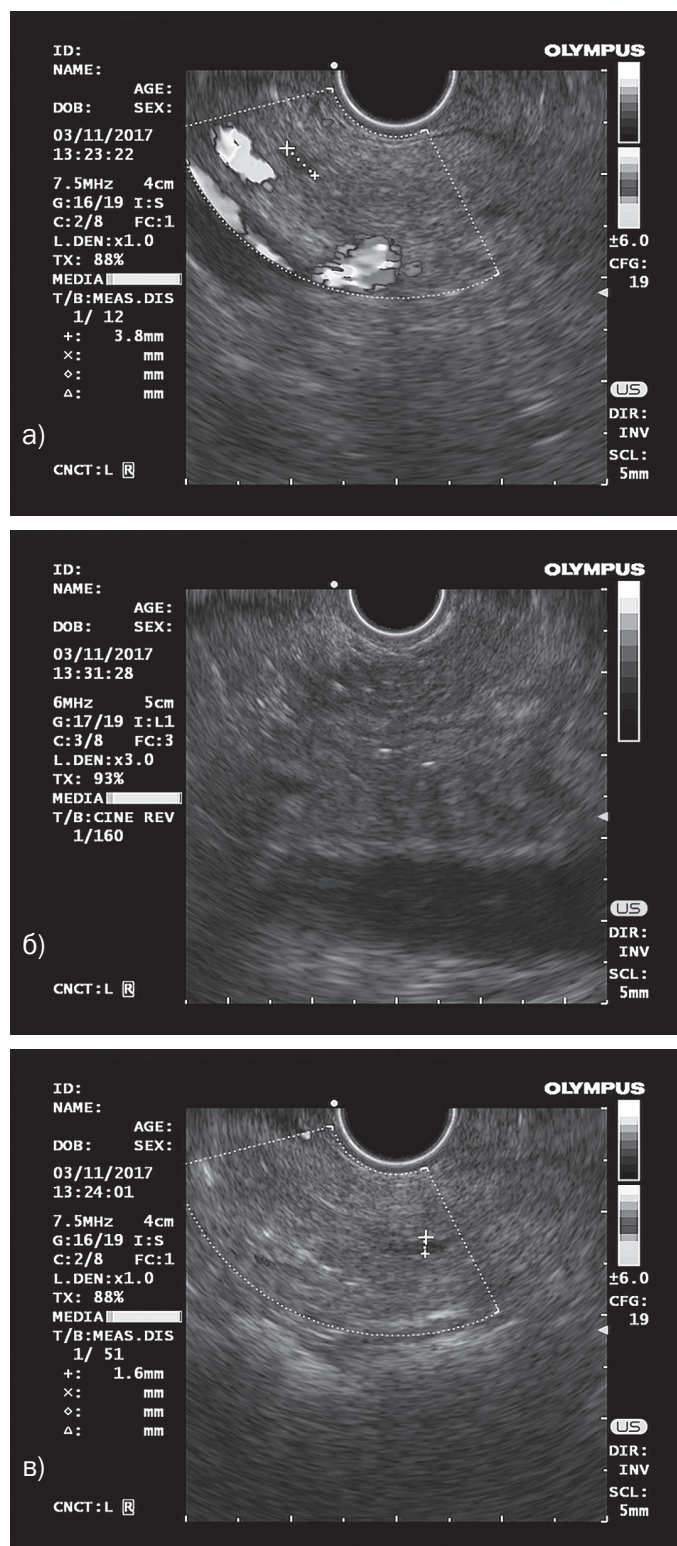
Результаты эндоУЗИ ПЖ больной Б. а) анэхогенный участок в паренхиме; б) гиперэхогенные включения, вероятно кальцификаты; в) неравномерный просвет протока, участок расширения.
